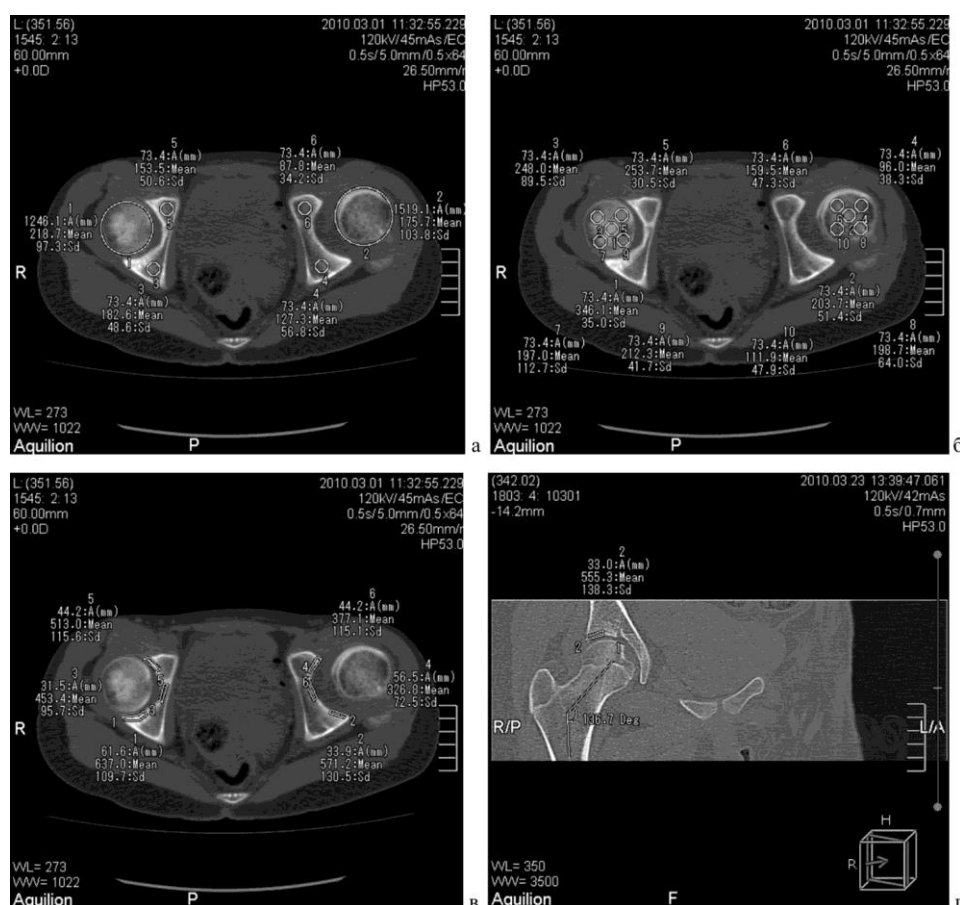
КТ таза больной С. Диагноз: врождённый подвывих левого бедра. На аксиальных срезах определены: а – средняя плотность головок обоих бёдер и плотность симметричных участков седалищных и лонных костей; б – костная плотность различных отделов головки в единицах Хаунсфилда; в – плотность замыкательной пластинки вертлужных впадин в различных отделах; г – мультипланарная реконструкция в плоскости шейки бедра, выделение зоны интереса
